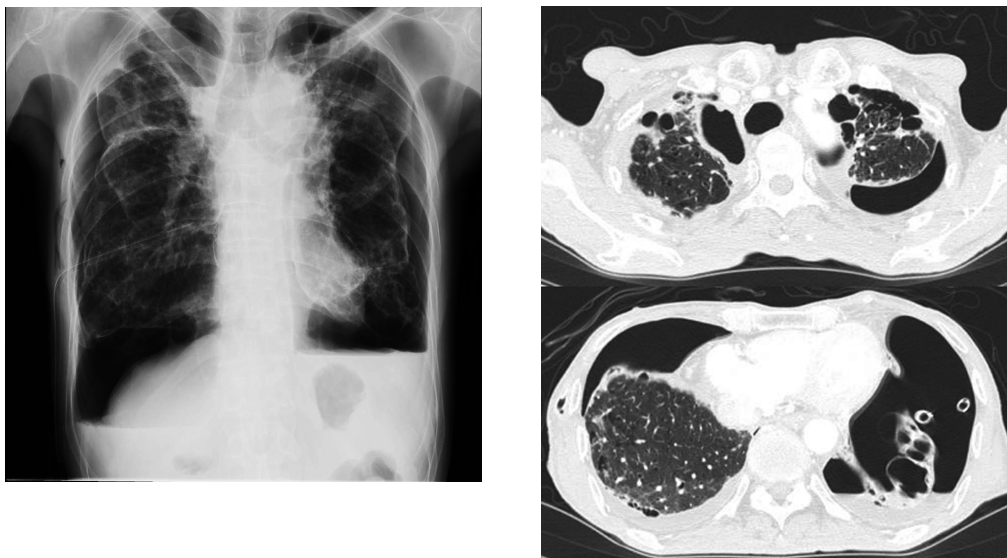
(a) Chest X-ray showed bilateral pneumothorax. (b) Chest computed tomography showed bilateral pneumothorax and severe emphysema with bilateral multiple bullae.
